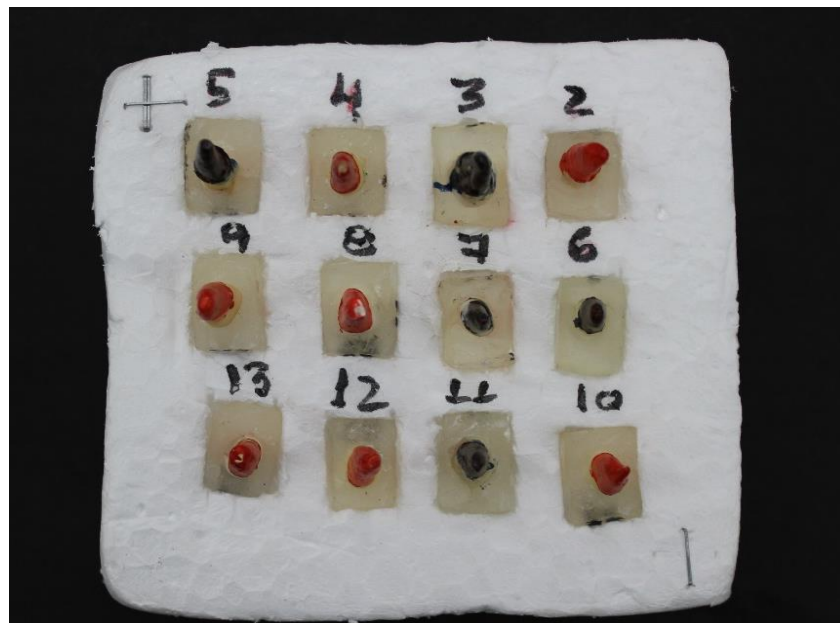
Plataforma de isopor para padronização das aquisições tomografias.
